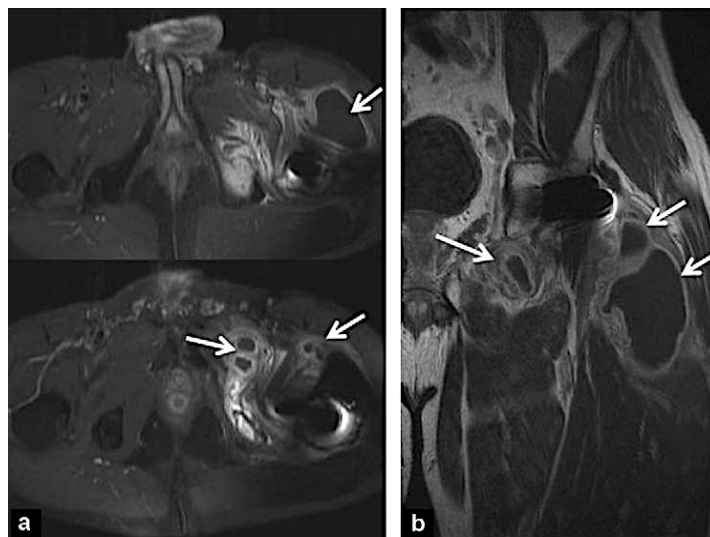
IRM réalisée dans le cadre d'un sepsis sur arthroplastie pour bilan d'extension des collections abcédées des parties molles : a: coupes axiales en T1 avec injection intraveineuse de gadolinium et saturation de la graisse; b: coupe frontale en T1 avec injection intraveineuse de gadolinium. Abscès développés dans la loge quadricipitale et des adducteurs (flèches blanches).
